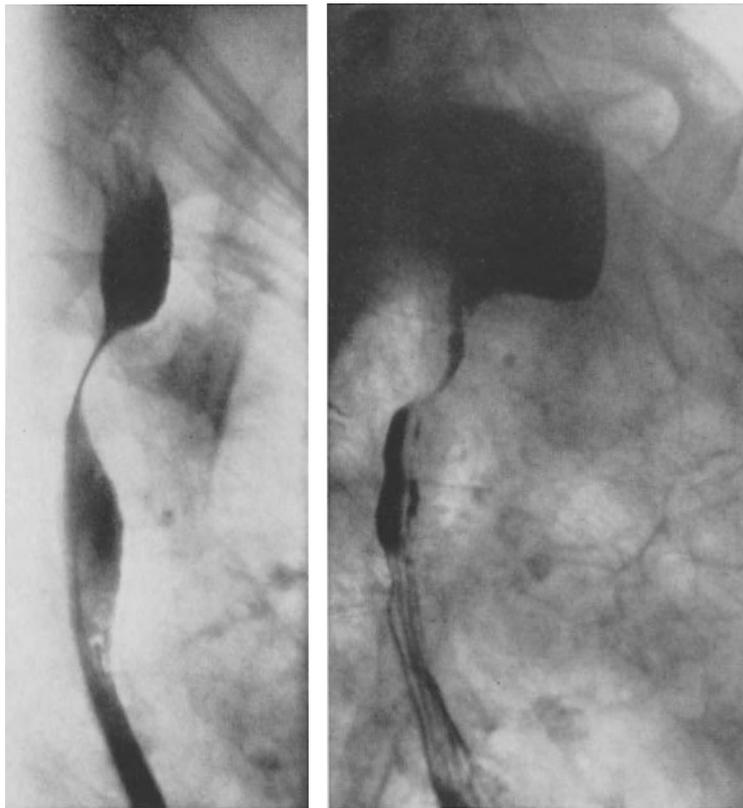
Langsamwachsendes Carcinom 1944—1953. Während 9 Jahren röntgenologisch verfolgte Narbenstenose des oberen thorakalen Oesophagus, die sich erst bei der Operation als carcinomatös erwies
